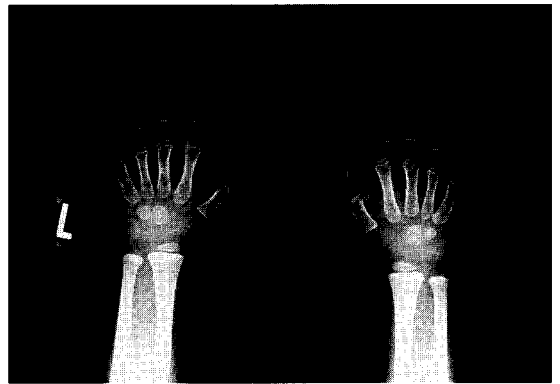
Carpal bones X-ray study. 11 months after WBRT+TBI.
